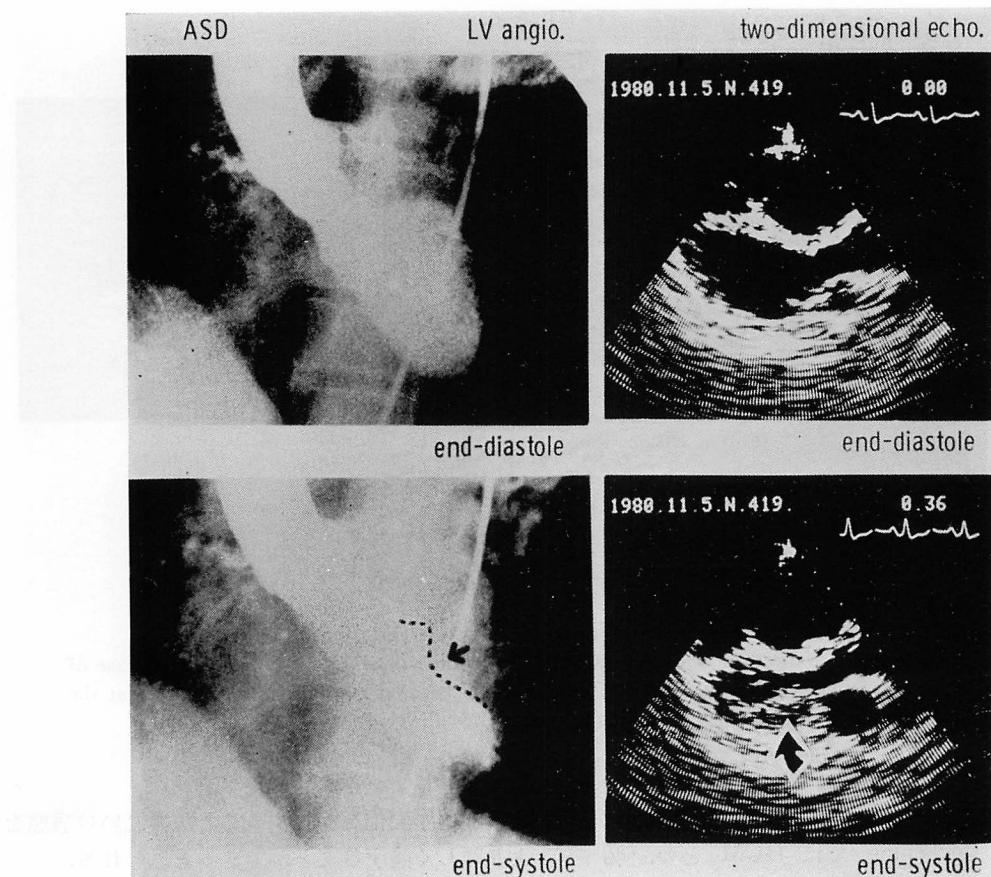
Left cineventriculograms (left panel) in the left anterior oblique projection and long-axis two-dimensional echocardiograms (right panel) from a patient with atrial septal defect.
